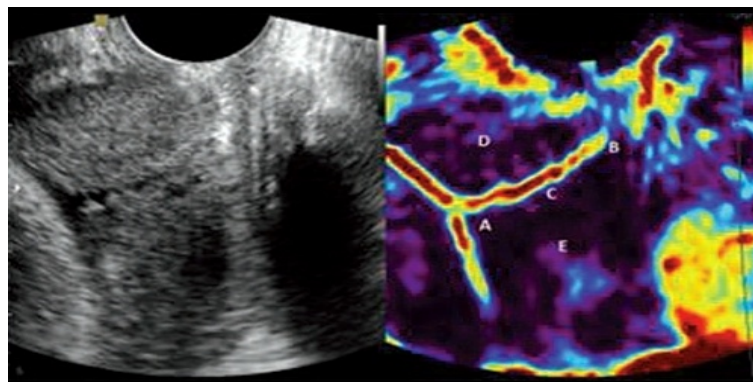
Шейка матки непосредственно перед родами при УЗИ исследовании в В-режиме и режиме эластографии
